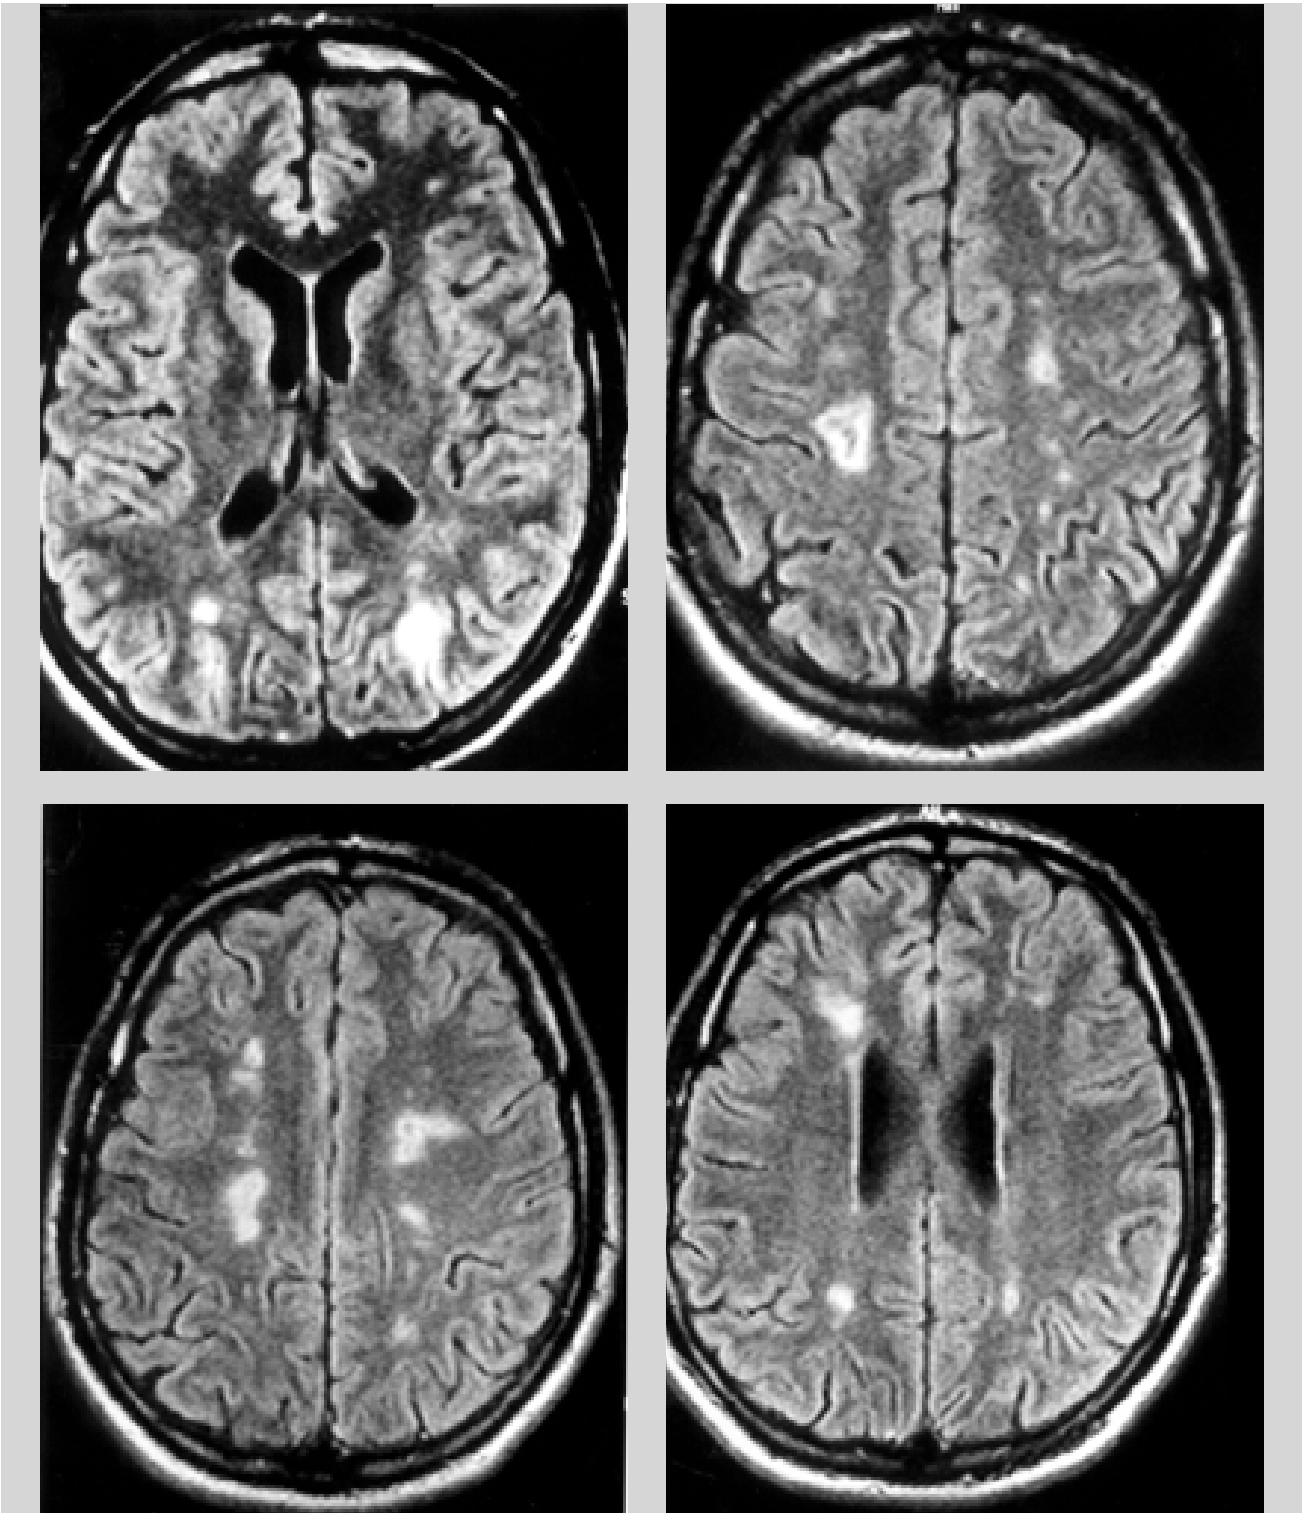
IRM cérébrale, coupe sagitales, séquence FLAIR : multiples hypersignaux pathologiques, de la structure blanche, périventriculaire et corticale.
